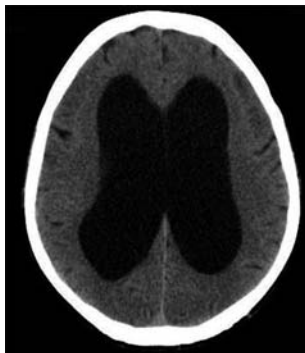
脑计算机断层扫描(CT)可见脑室扩大的程度远远超过脑回萎缩的程度
